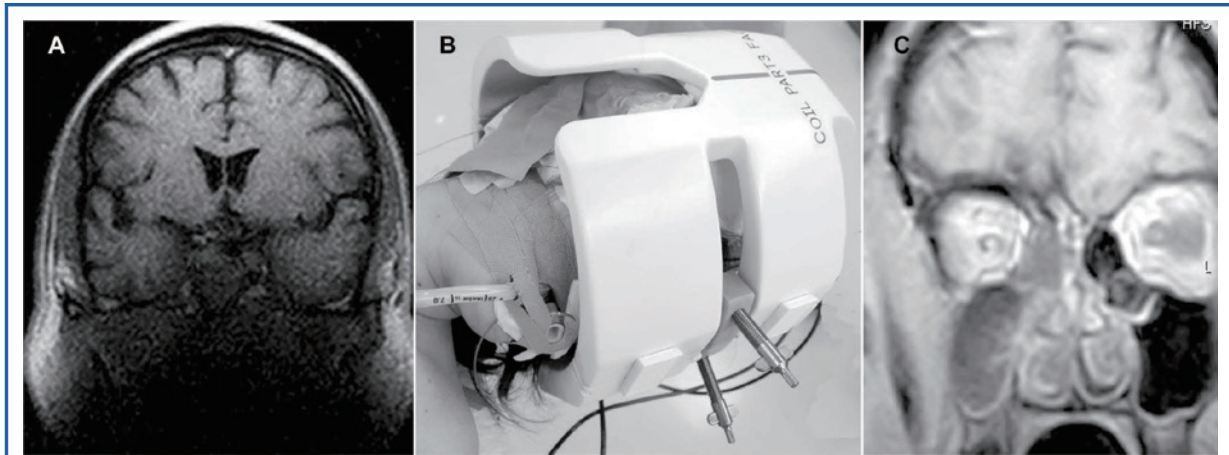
The improved head coil system. A, intraoperative image obtained during surgery on a pituitary lesion with the first version of the field-of-view (FOV) head coil system. The image is very poor because of the inappropriate image sequence and poor field coverage of the lower part of the sphenoid sinus and nasal cavity. Image sequence parameters: T1-weighted; repetition time (TR), 440 ms; echo time (TE), 14.50 ms; field of view (FOV), 25 cm; matrix, 194×256 ; slice thickness, 5 mm; intergap, 0.5 mm. B, the new FOV head coil system was made wider and longer inferiorly compared with the first version. C, the image obtained with the new coil system during resection of an ethmoid sinus meningioma showed satisfactory coverage of the lower craniofacial zone. Image sequence parameters: T1-weighted with gadolinium contrast enhancement; TR, 320 ms; TE, 7.20 ms; FOV, 11.7×20.5 cm; matrix, 194×252 slice thickness, 3.6 mm; intergap, 0.36 mm.
